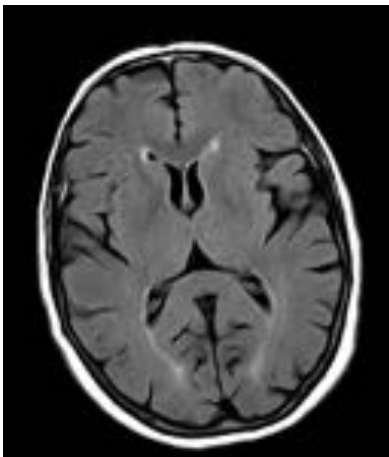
Corte axial en secuencia FLAIR
